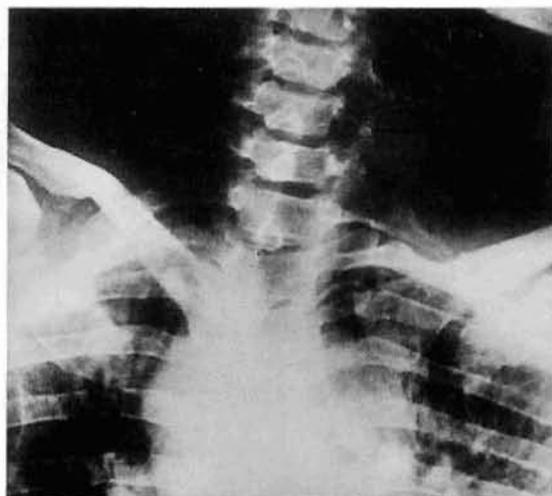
Radiografía de columna cervical. Costilla cervical completa bilateral.
